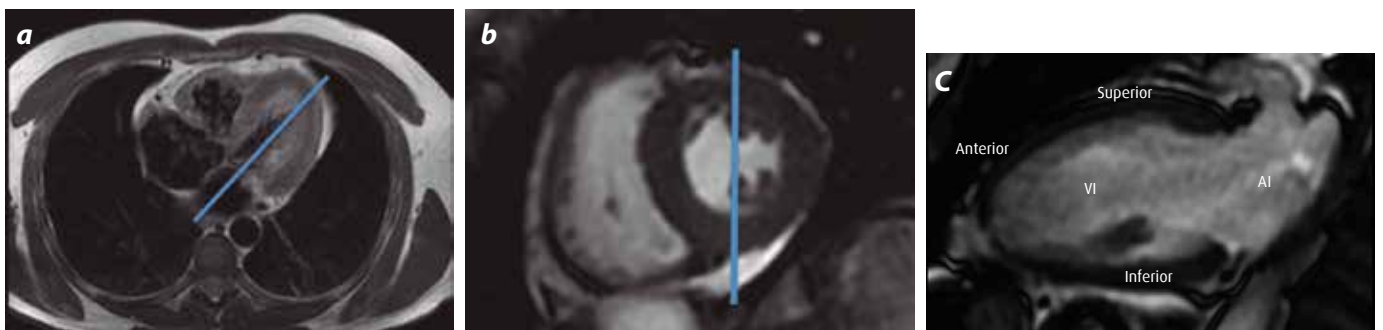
RM en secuencia potenciada en T2. a) Plano ortogonal axial a través del cual se adquiere el eje largo vertical. b) Eje corto cardiaco a través del cual se ejemplifica la manera de adquirir el eje largo vertical. c) Eje largo vertical de ventrículo izquierdo (VI) y aurícula izquierda (AI), en los que además, se aprecia la pared superior, anterior e inferior del ventrículo izquierdo.
